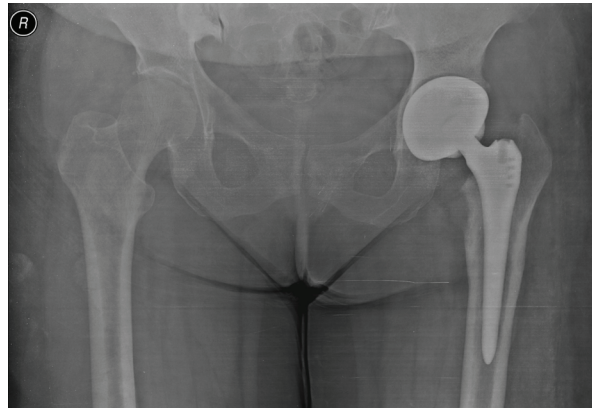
Hastanın preop X-ray grafisi.
